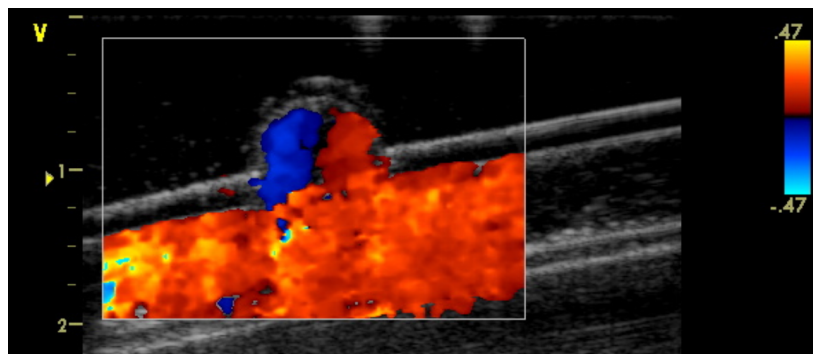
Flux intra-anévrismal à fin de systole par l'échographie.
